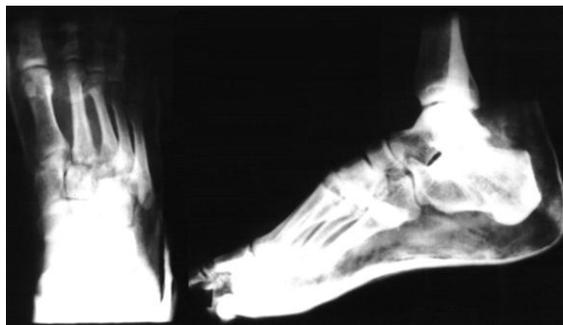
Рентгенограммы больного Б., 45 лет, при поступлении (прямая и боковая проекции).
